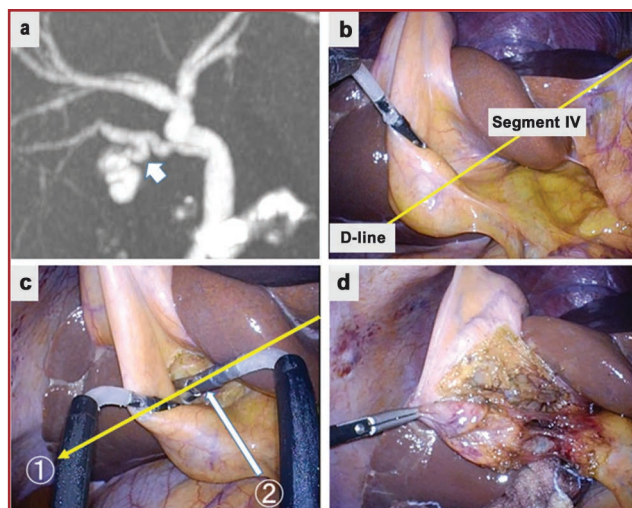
Випадок 2: а) КТ-зображення передопераційної КІХ, біла стрілка вказує на міхурову протоку, що відгалужується від аберантної задньої секційної протоки; б) визначено уявну діагональну лінію (D-лінія) IV сегмента печінки (жовта стрілка); с) дисекція жовчного міхура проходила по D-лінії (жовта стрілка), міхурова структура була дисектована в напрямку D-лінії (біла стрілка); д) досягнуто CVS ([31], відкритий доступ]
